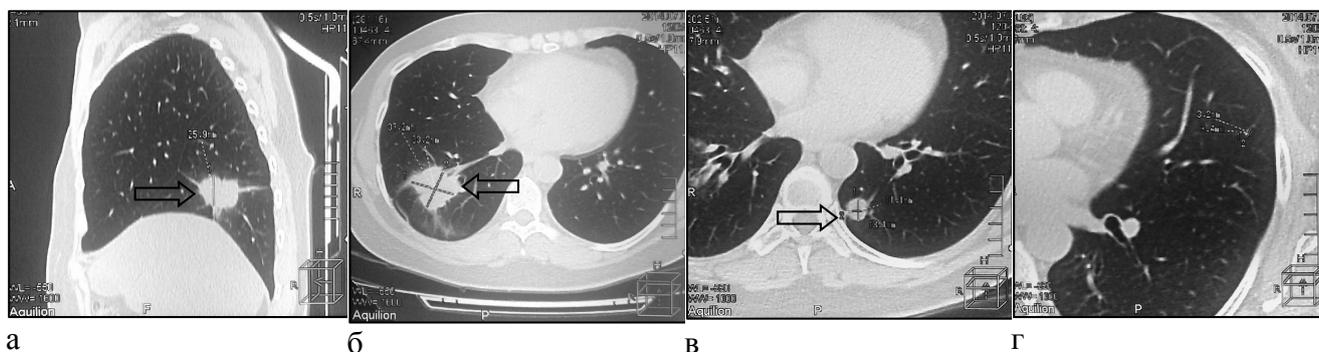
Компьютерная томография (07.2014 г.), прогрессирование в виде метастатического поражения верхней доли левого легкого, размеры других образований не увеличились (стрелка): а – метастаз в нижнюю долю правого легкого, сагиттальная плоскость; б – горизонтальная плоскость; в - метастаз в нижнюю долю левого легкого; г – метастаз в верхнюю долю левого легкого (объяснение в тексте)
